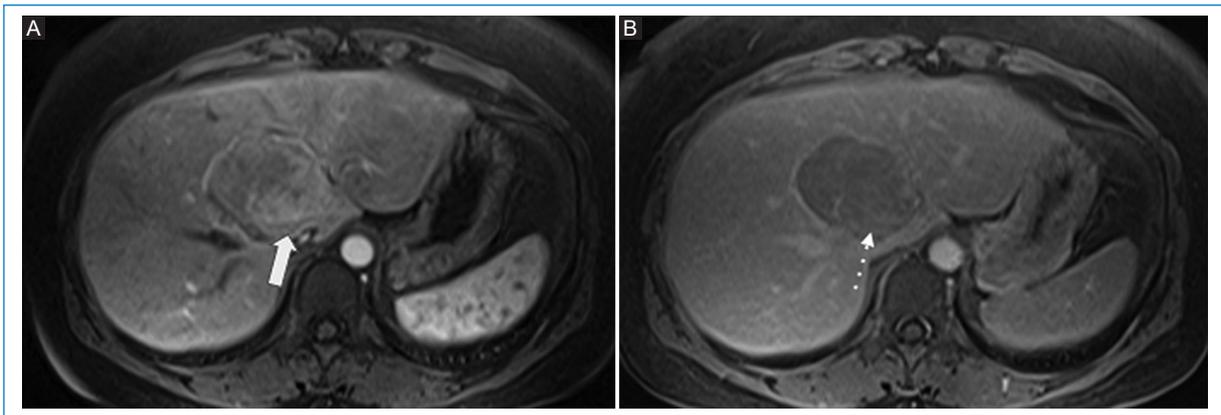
RM hepática. Axial T1 con saturación grasa y contraste intravenoso en fase arterial (A) y tardía (B) muestra la lesión hepática con un realce heterogéneo e intenso en fase arterial (flecha) y lavado en fase tardía (flecha punteada).
